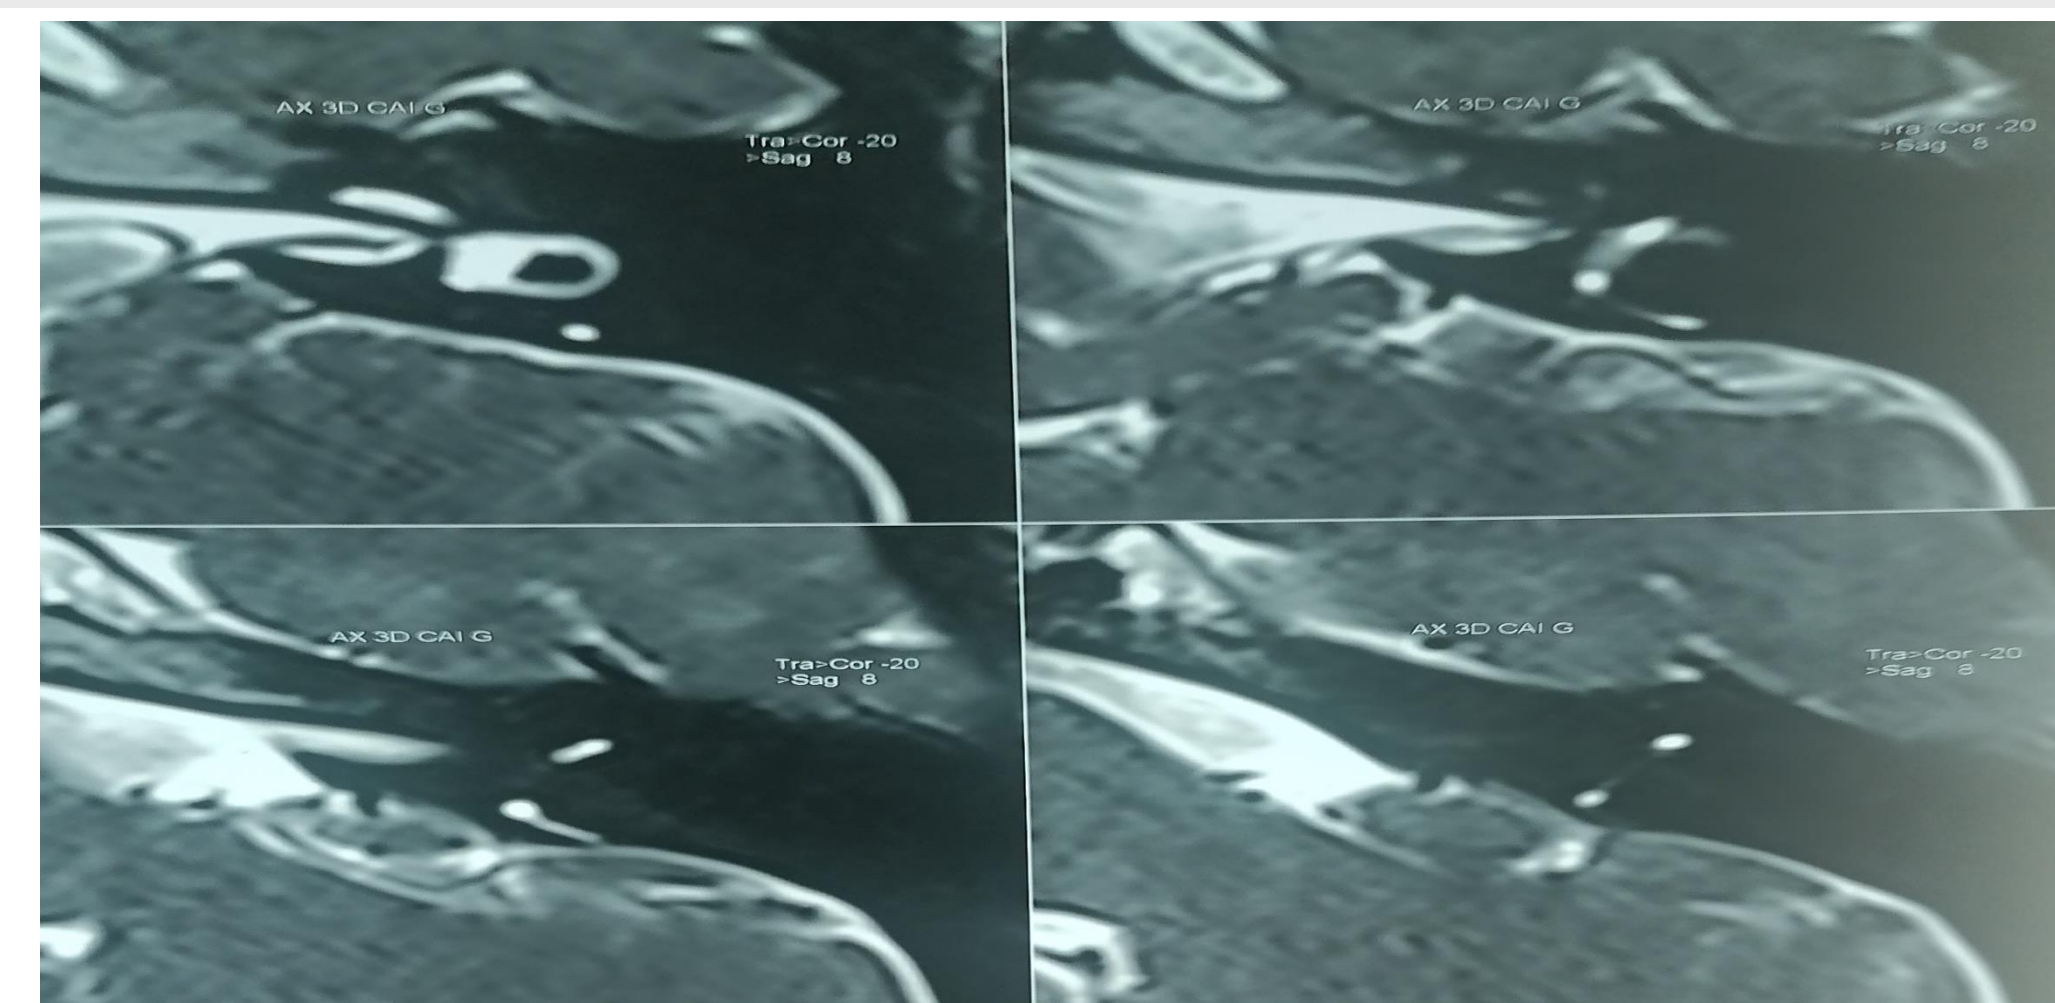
IRM des APC et CAI en coupe axiale: Hypoplasie du nerf cochléaire gauche.
